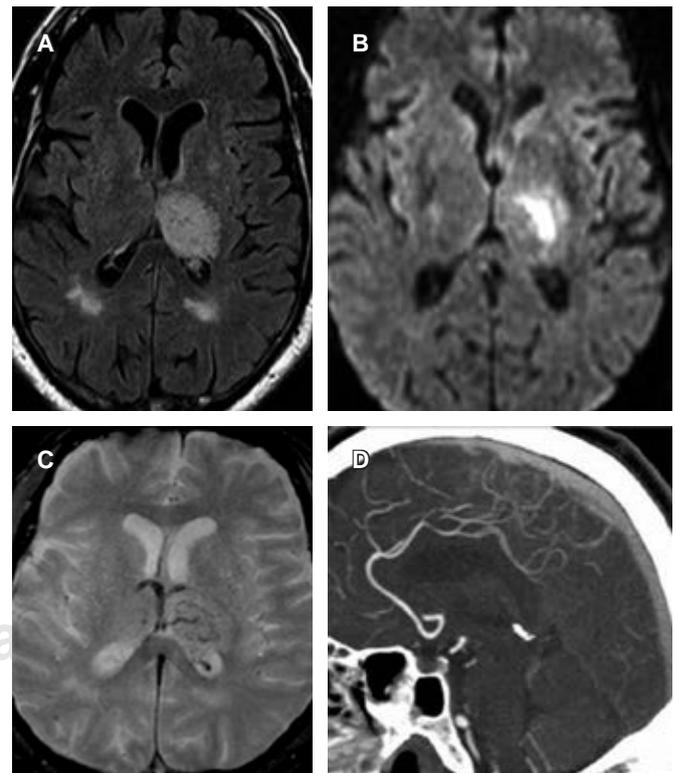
A) En plano transversal en secuencia fast-FLAIR se observa hiperintensidad en tálamo izquierdo. B) Venografía por RM en corte transversal se observa la trombosis del seno transversal izquierdo a nivel de tálamo izquierdo. C) En secuencia T2 no se delimita de manera objetiva la afección venosa. D) Venografía por RM en corte sagital revela imagen isointensa en seno sagital superior.
